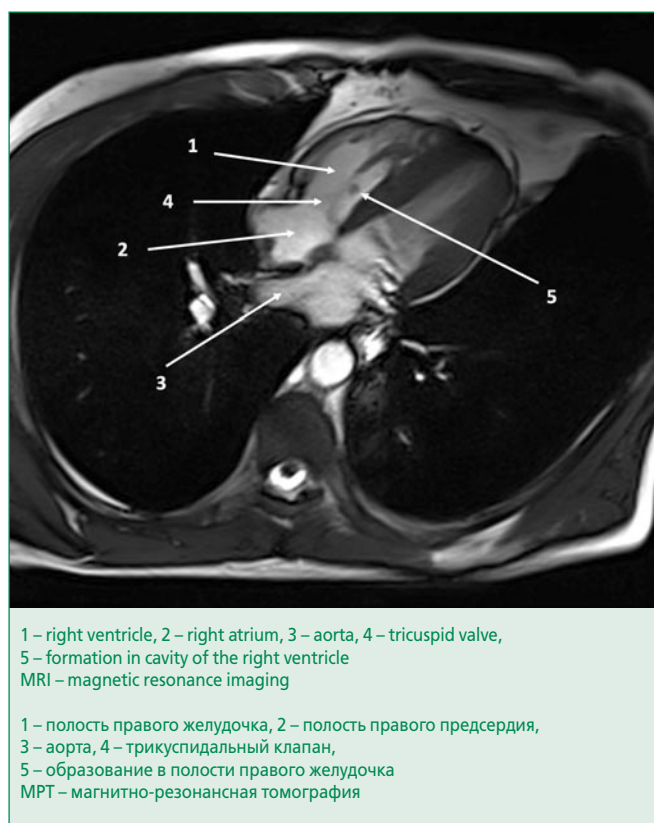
Formation in cavity of the right ventricle with MRI with contrast in patient F
